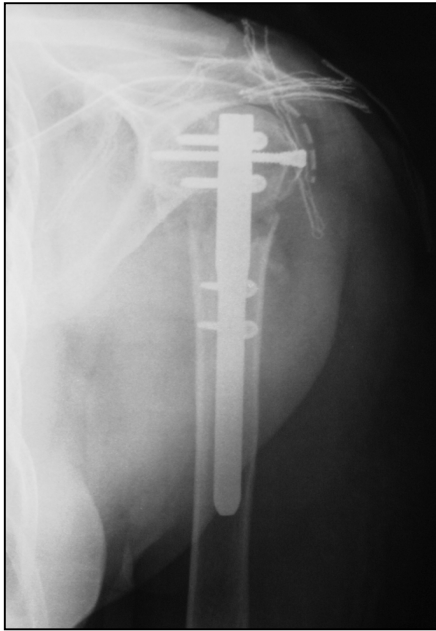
und Abb. 34: Röntgenbilder in 2 Ebenen am 1. postoperativen Tag
